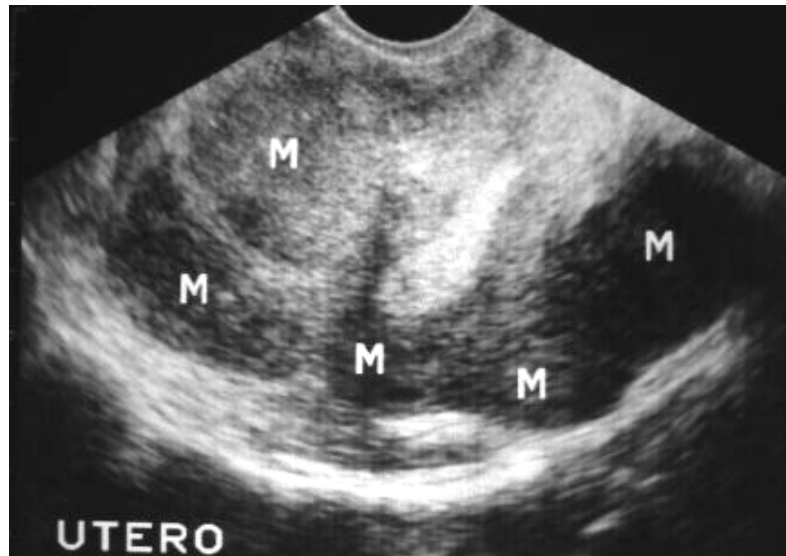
Ecografía tocoginecológica transvaginal demostrando útero deformado, miomatoso.
